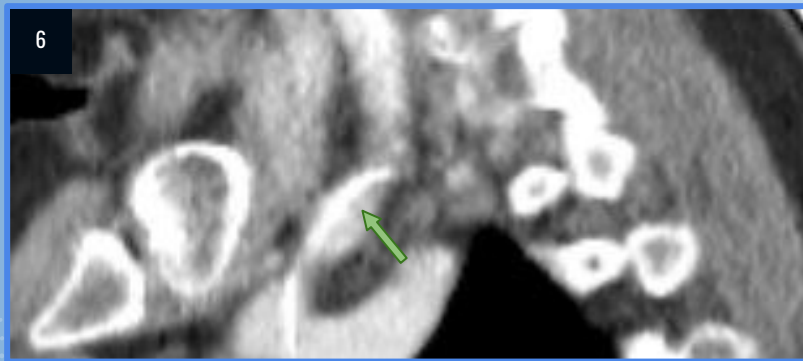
TC cuello, MPR sagital, se aprecia imagen lineal, de trayecto sinuoso y densidad metálica (flecha verde) en territorio de la arteria carótida común derecha.
